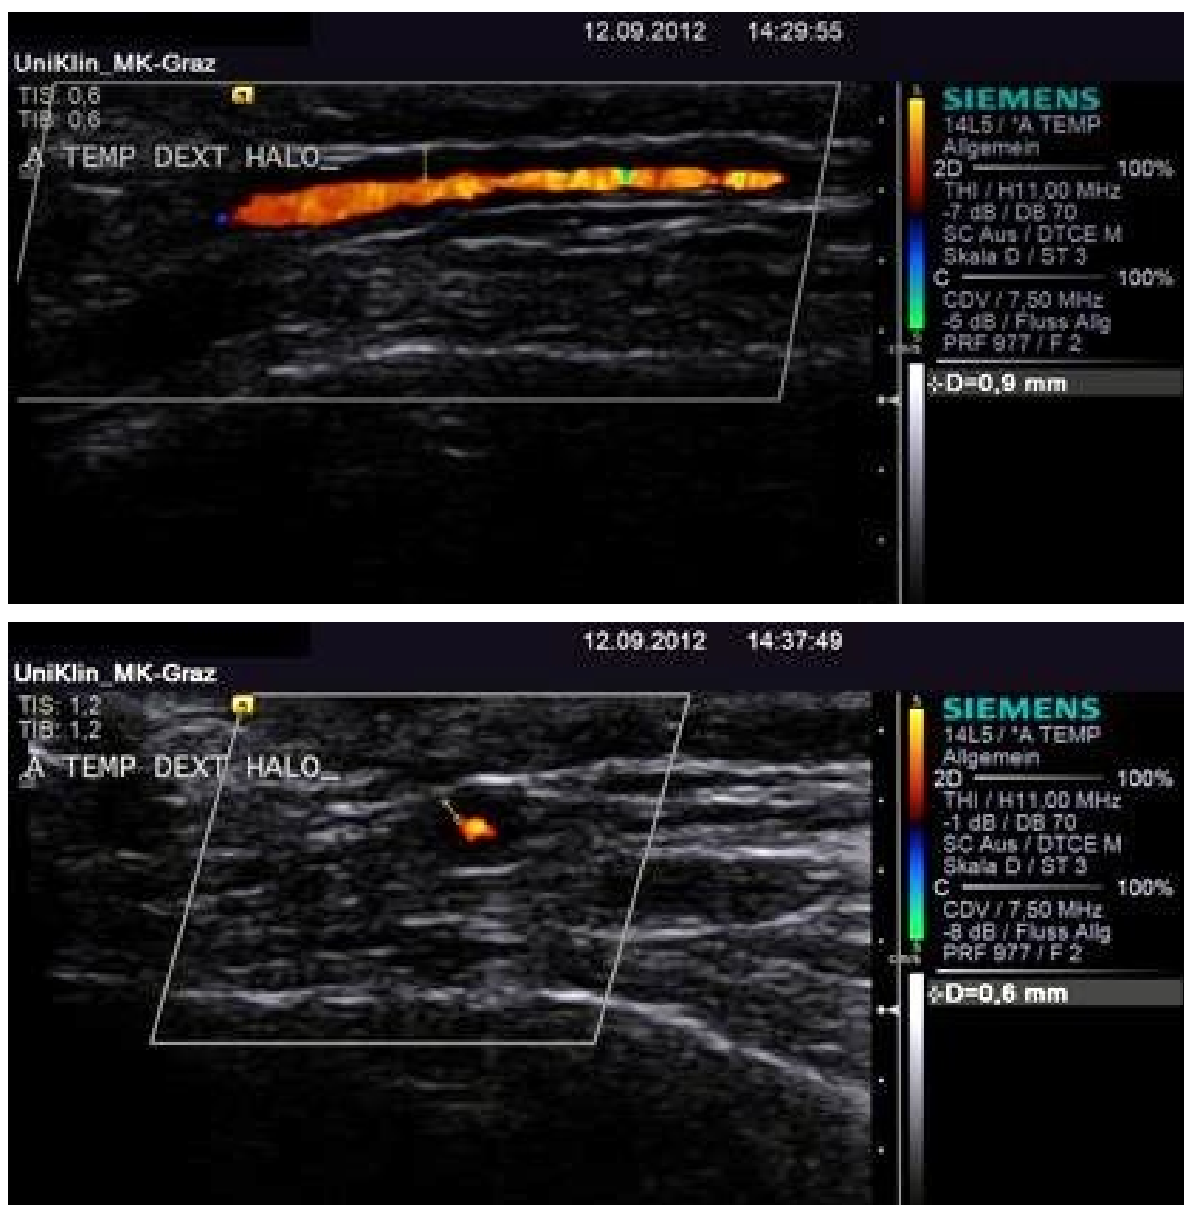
Sonographische Bilder der A. temporalis mit typischen Halo-Zeichen
